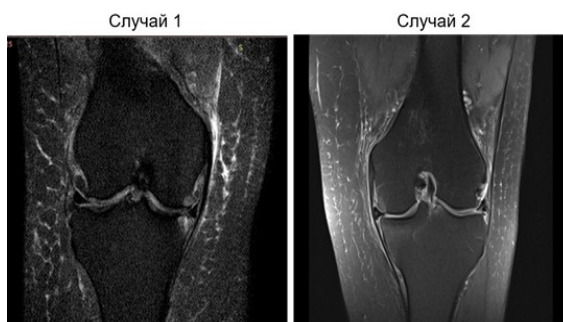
Снимки МРТ двух пациентов с остеоартрозом 2 степени
